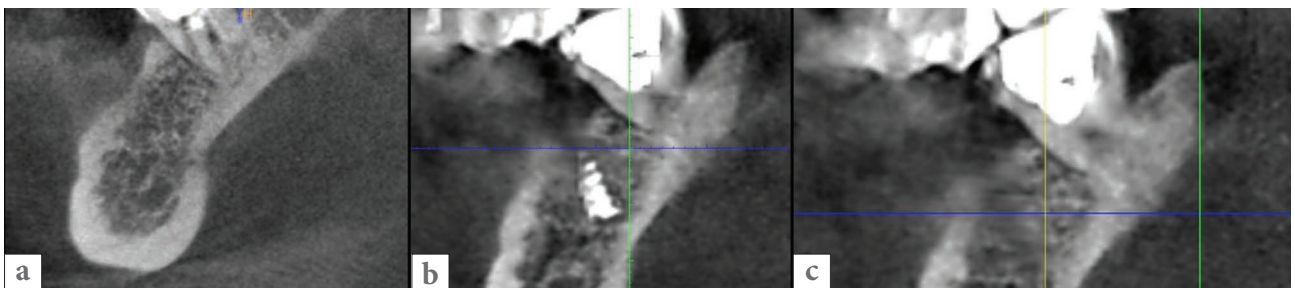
CBCT (z \acute{a} b 37) projekcja czołowa. Wymiary zmiany okolicy korony przed rewizją leczenia endodontycznego
